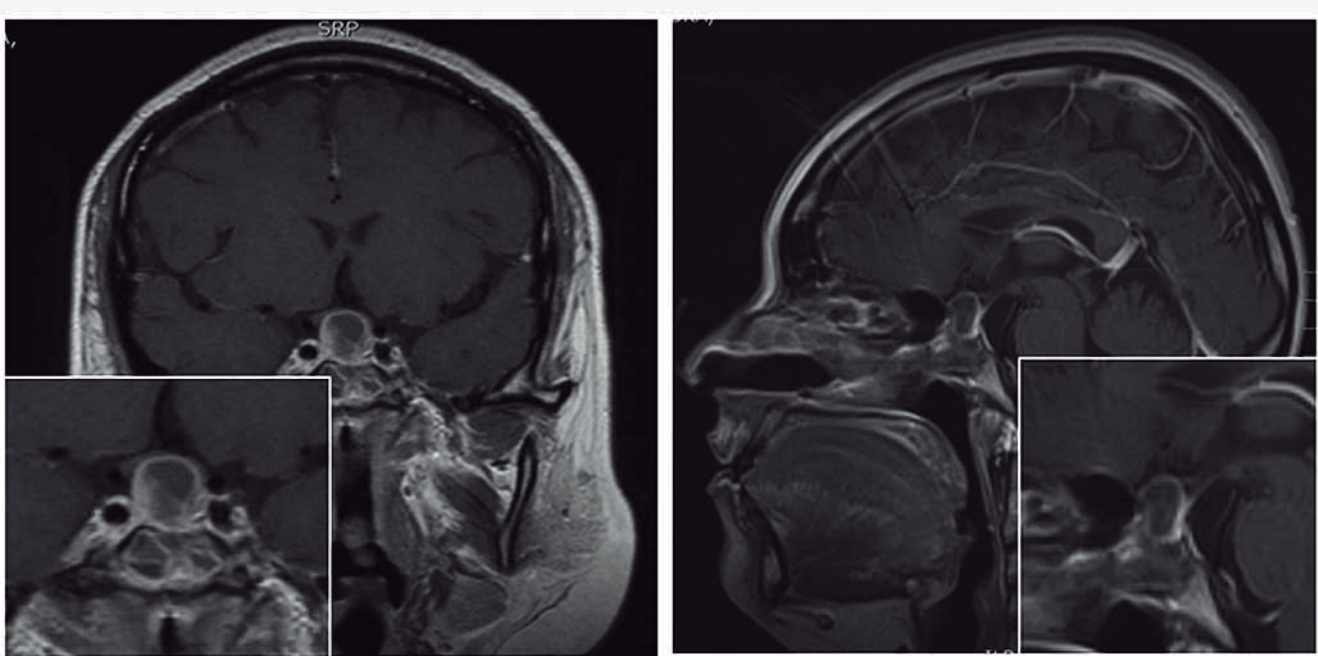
Resonancia magnética nuclear T1. Se aprecia recurrencia de la lesión selar, con extensión supraselar, de contenido heterogéneo, de 0.98 x 1.45x 1.59 mm, con reforzamiento periférico, sin evidencia contundente de *septums* o partes sólidas de la lesión
